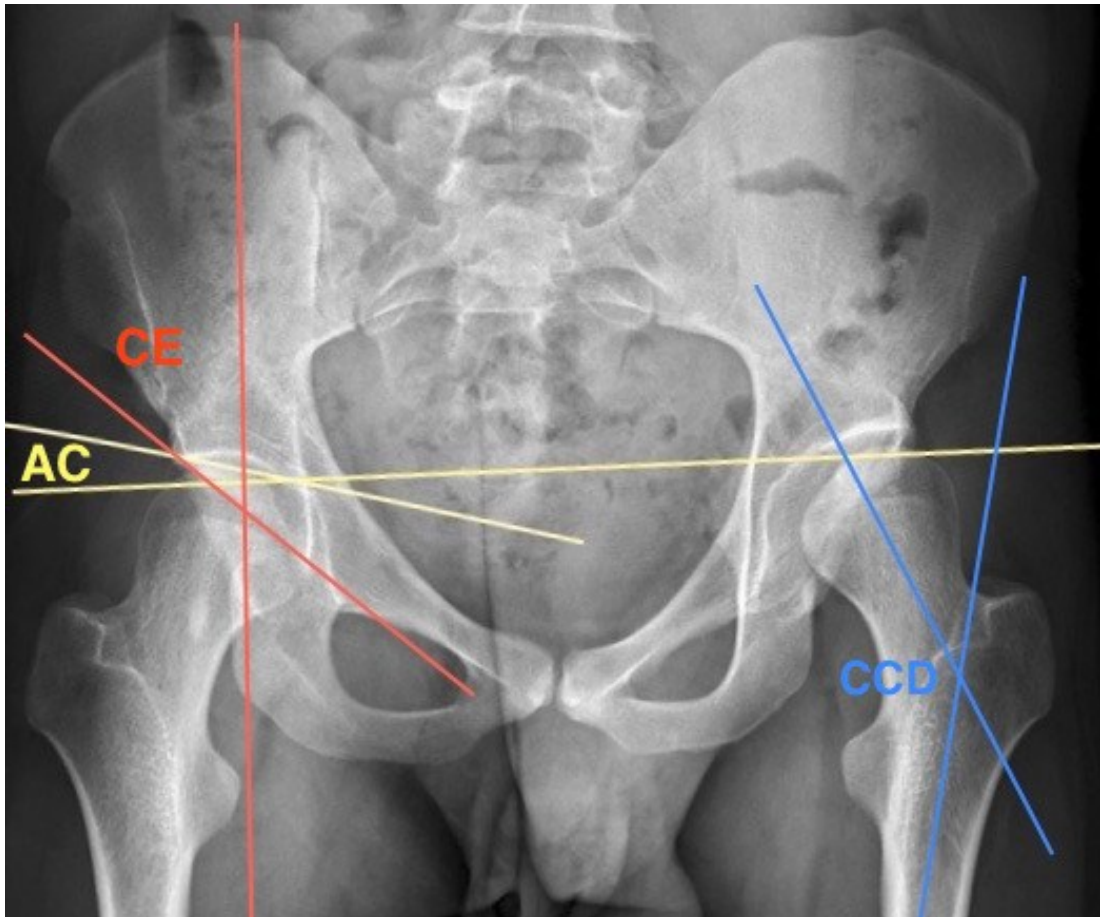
Beurteilung der Röntgenbilder (26)
